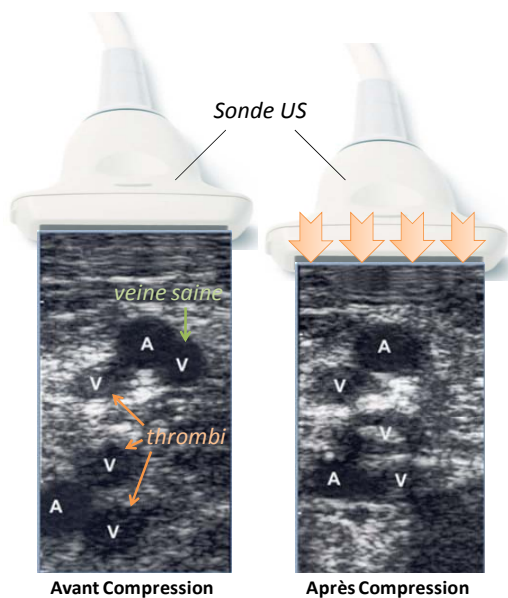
Test de compression en ultrasonographie du segment fémoral des membres inférieurs (A : artère, V : veine). La sonde ultrasonore (US) est positionnée à la surface de la peau et permet d'appliquer une pression sur le milieu imagé afin d'induire la compression des vaisseaux. La présence de thrombi, contrairement aux veines saines, évite aux segments veineux de se collapser après application de la compression. Adapté de [49].
